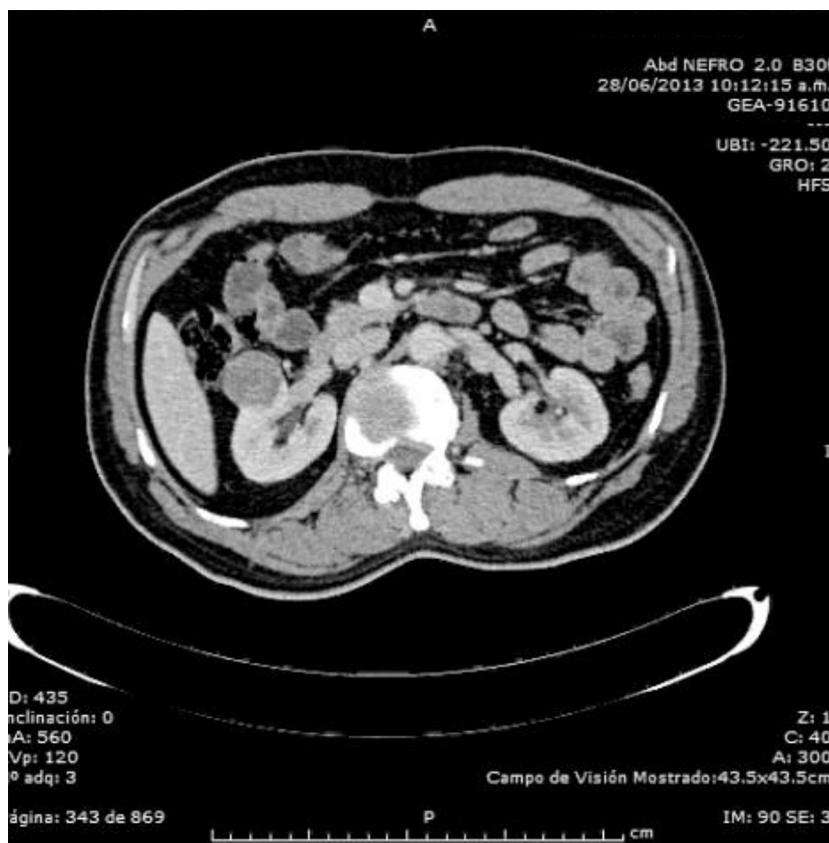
Tumor renal derecho que refuerza en fase arterial de urotomografía.
